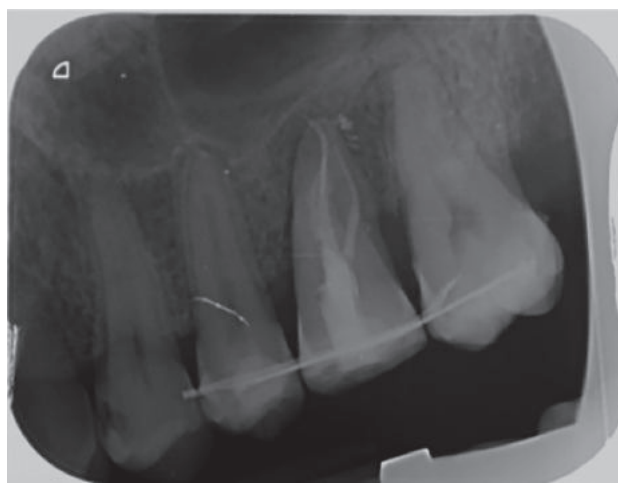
Radiografía periapical paralelizada a las 3 semanas del autotrasplante, coincidiendo con el tratamiento de conductos.
